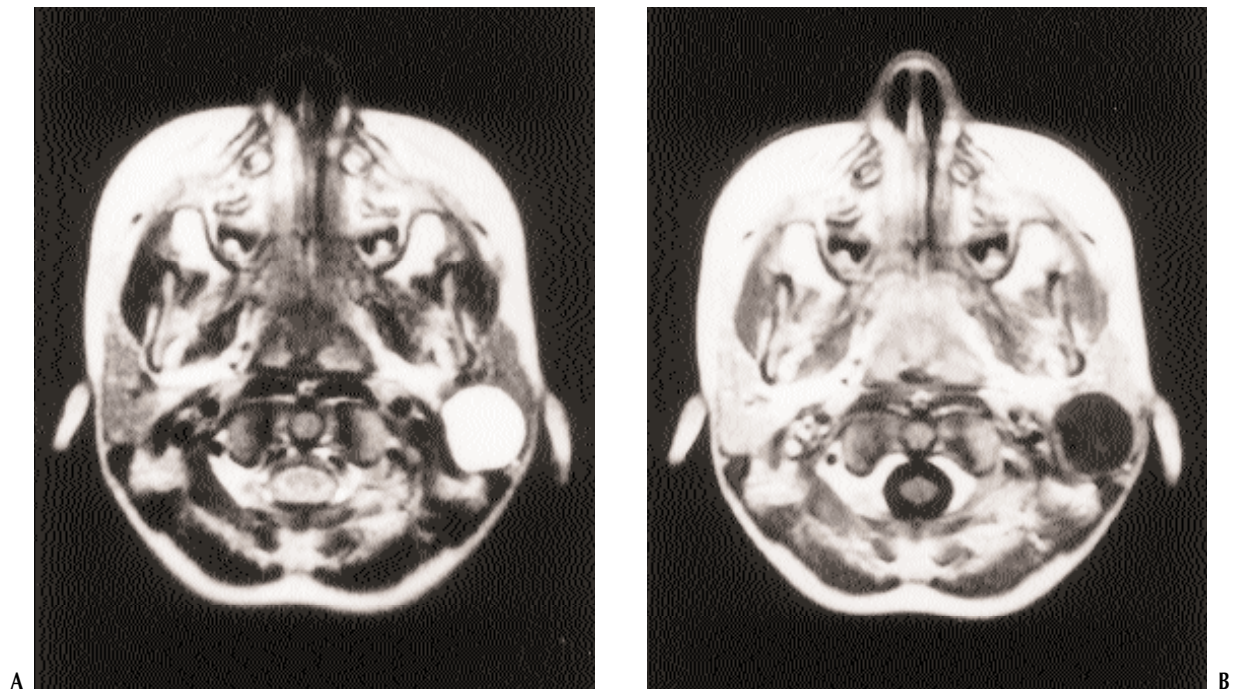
Cisti parotidea sinistra visualizzata mediante RM con gadolinio. (A): immagine T1 pesata. (B): immagine T2 pesata.
